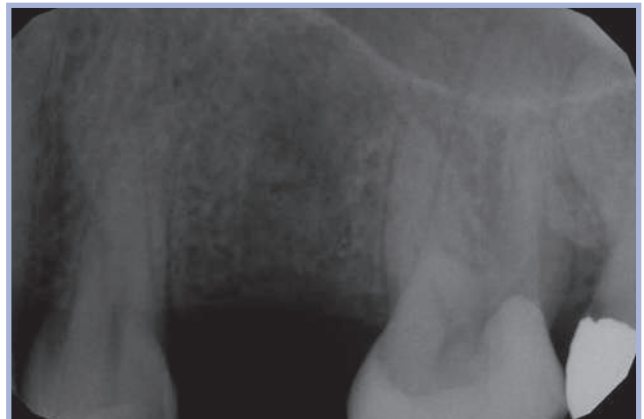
Controllo radiografico a 3 mesi
